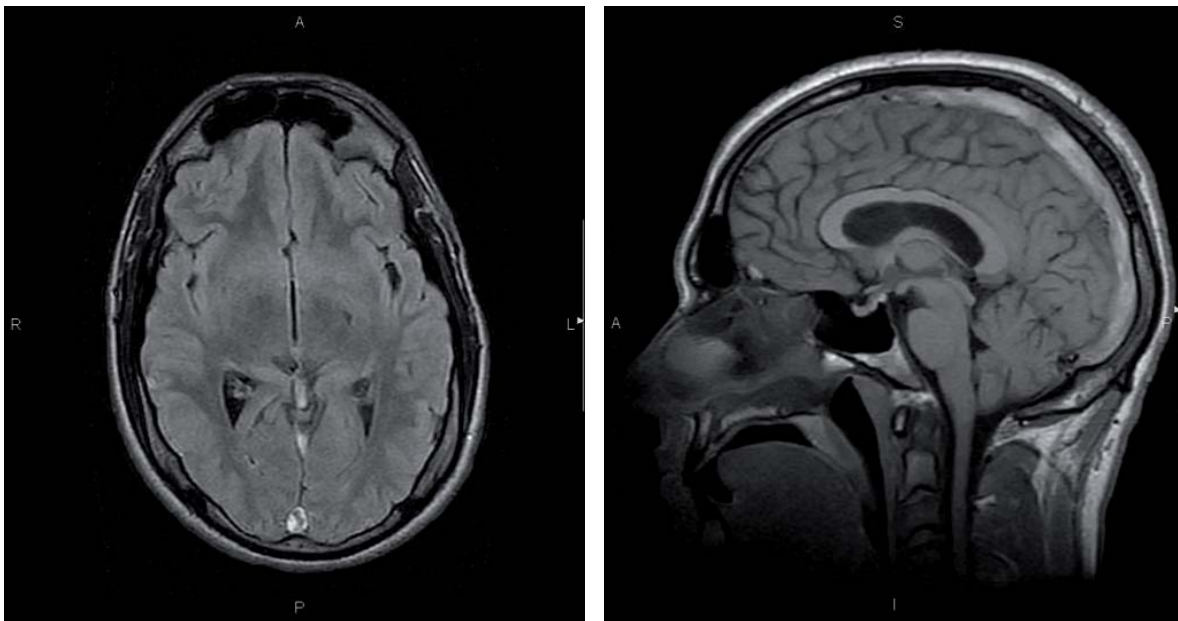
RM. Se aprecia hiperintensidad de señal de los senos venosos longitudinal superior y transverso derecho, que puede ser debida a trombosis a ese nivel.
